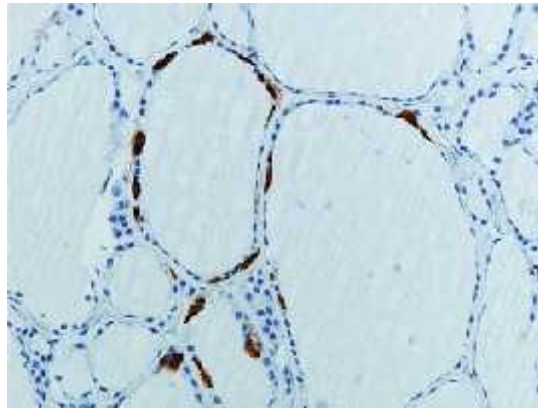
Aspect immuno histochimique d'un parenchyme thyroïdien normal, marquage des cellules C à la CT (grossissement x200) (71)
